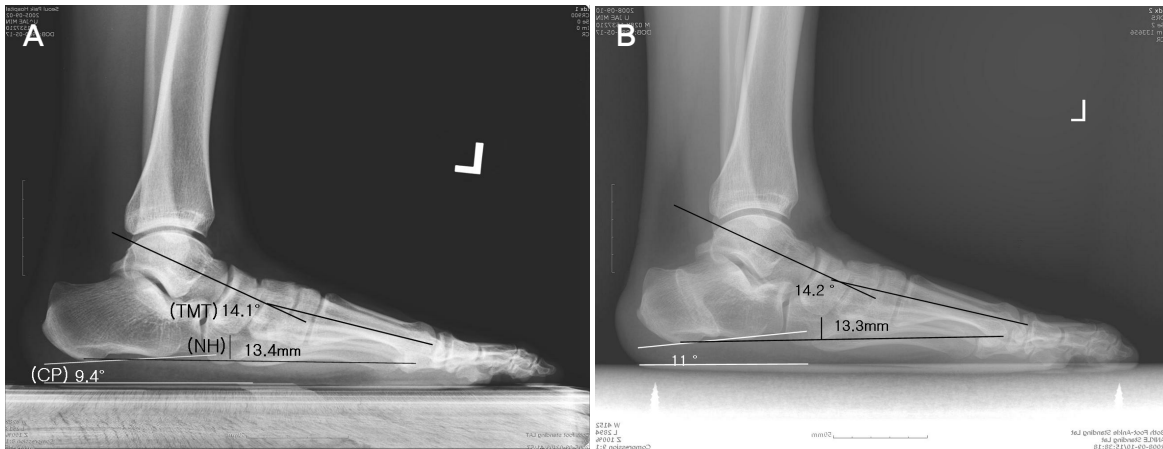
Preoperative (A) and postoperative(B) radiographs of 25-year-old man with congenital flatfoot. On lateral weightbearing radiographs, the differences of talo-first metatarsal angle (TMT), calcaneal pitch angle (CP), and navicular height(NH) between pre-and post-operative radiographs were not significant.
